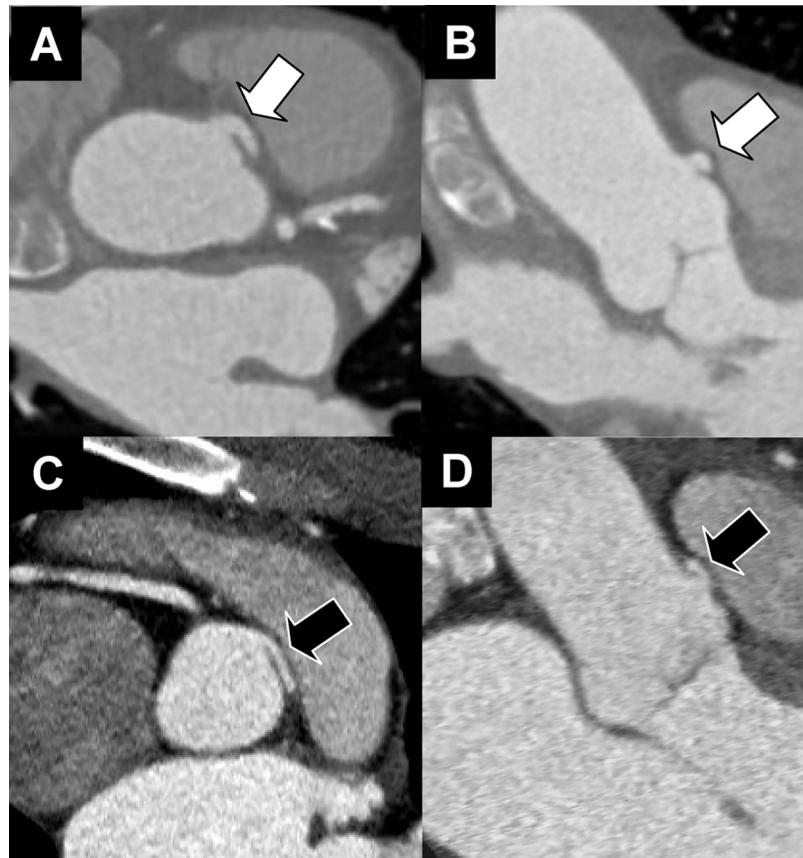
Images tomographiques de connexion ectopique (patiente du cas clinique) d'une artère coronaire gauche (flèches blanches) dans le sinus antérodroit avec un trajet pré-aortique et sans passage intramural (panels A et B), et d'une artère coronaire gauche (flèches noires) avec un trajet pré-aortique et un passage intramural (panels C et D).
